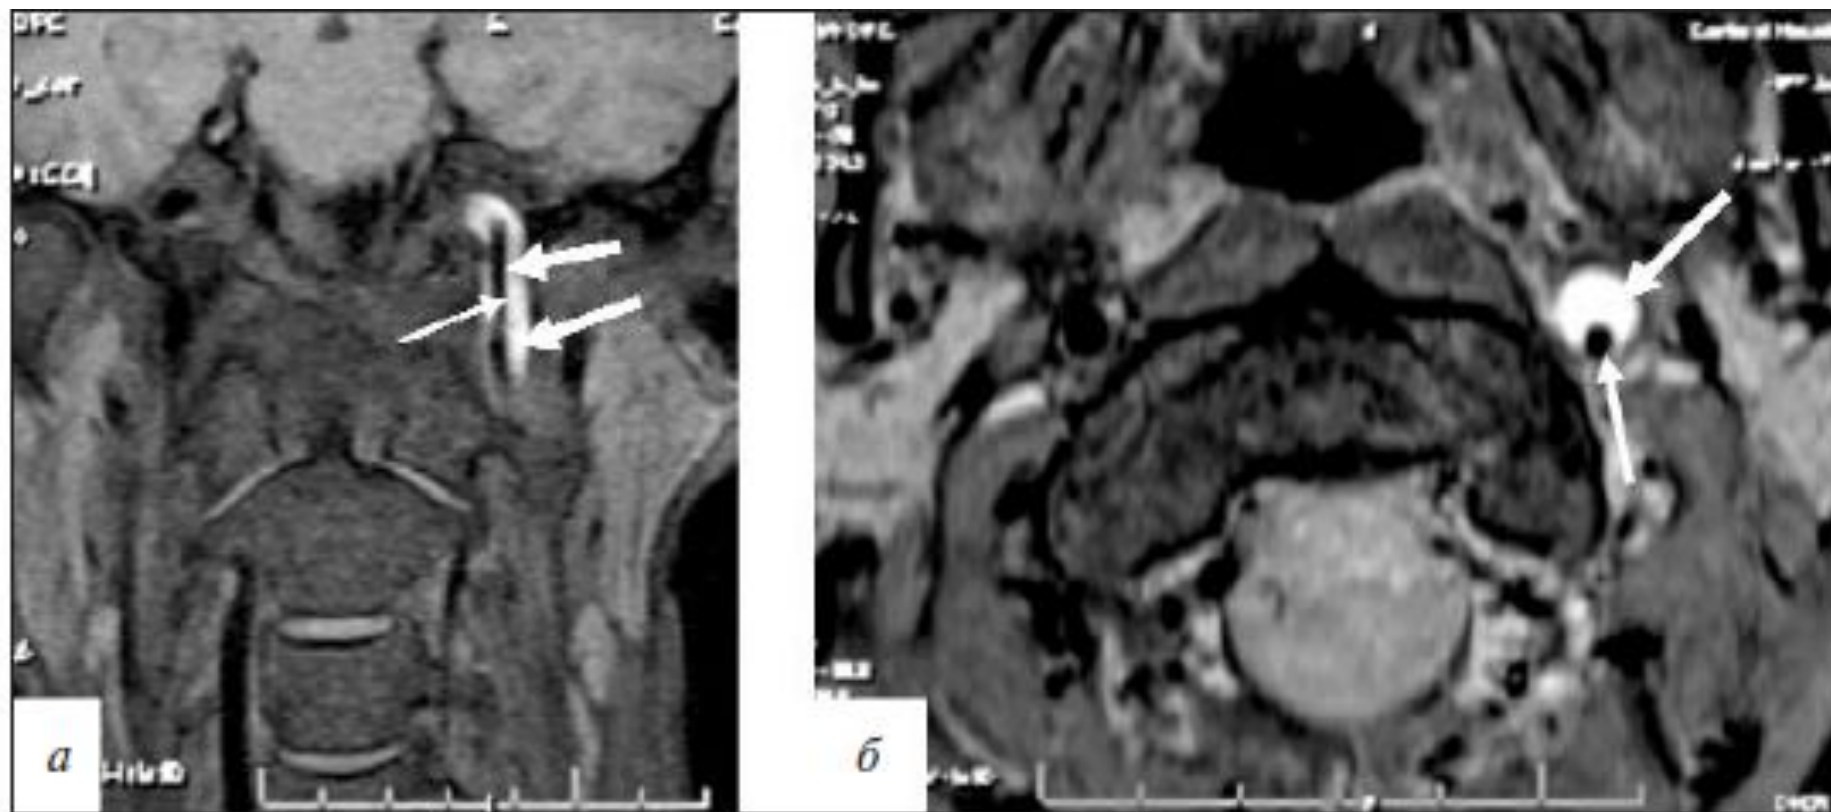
МРТ артерий шеи, режим $T_1 f-s$, коронарная (а) и аксиальная (б) проекции. Гематома в стенке левой ВСА (толстые стрелки), наружный диаметр артерии увеличен. Просвет артерии сужен, эксцентрично расположен (тонкие стрелки)
